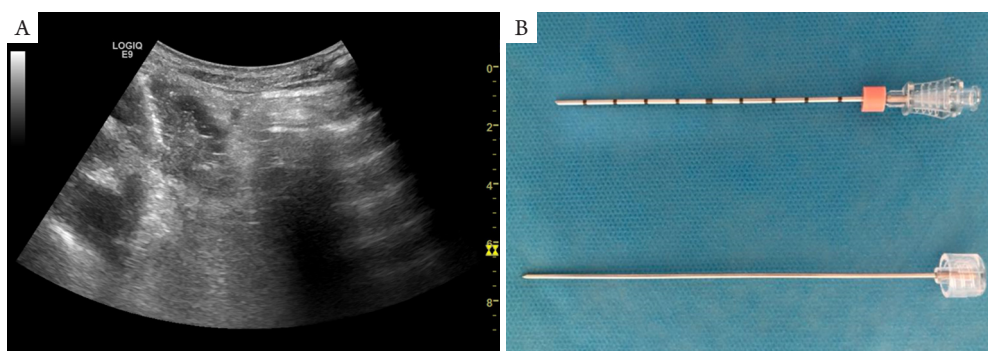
实时超声引导下对胰腺占位性病变进行穿刺活检
